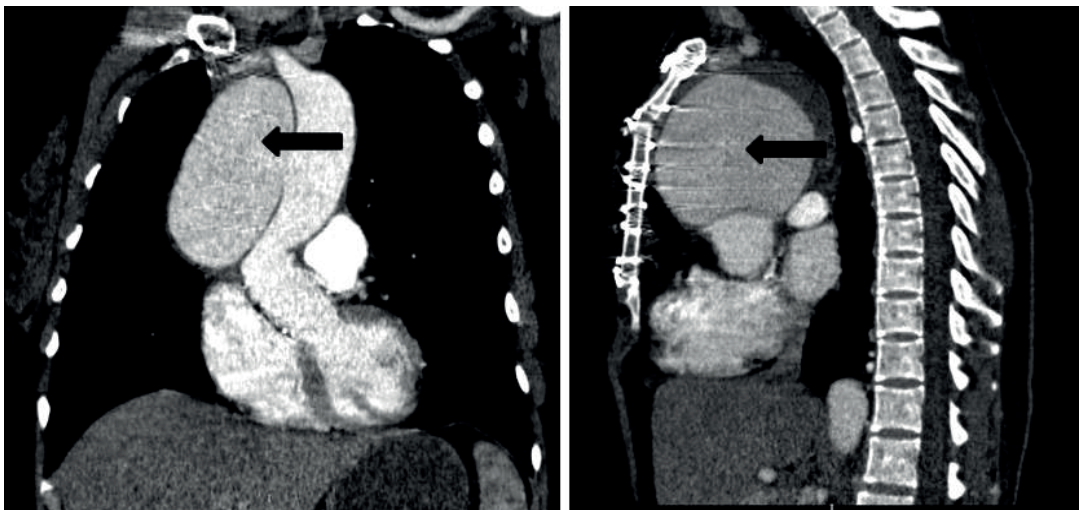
МСКТ аневризмы восходящей аорты (черная стрелка)
